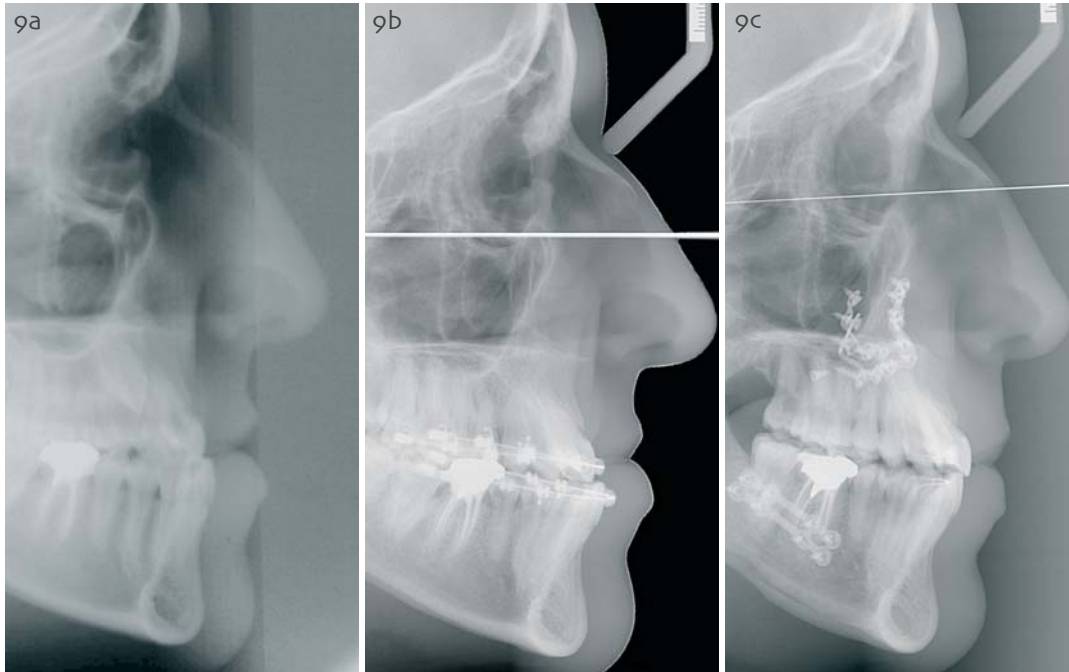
a-c. Telerradiografía de perfil antes y después del TMD (a, c), y antes de la cirugía ortognática (b).
